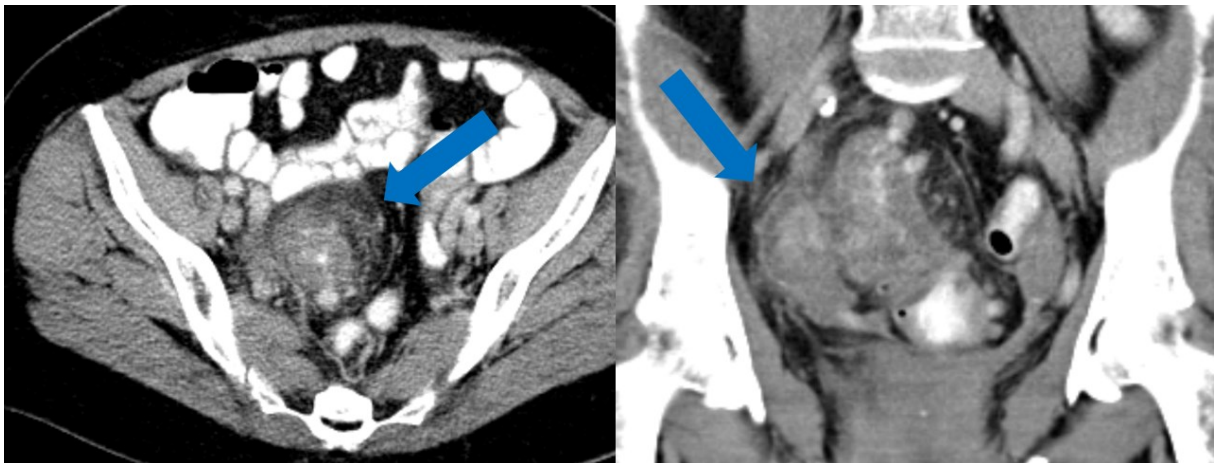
CT-Abdomen bei gedeckt perforierter Divertikulitis, CDD 2a. Linkes Bild: Axiale Schnittführung, der blaue Pfeil markiert die mesenteriale Imbibierung angrenzend an das entzündlich wandverdickte Colon sigmoideum. Rechtes Bild: Koronare Schnittführung, der blaue Pfeil markiert eine weichteildichte Verdichtung im perisigmoidalen Fettgewebe, die der gedeckten Perforation entspricht. Bildnachweis: Uniklinik RWTH Aachen, Klinik für Diagnostische und Interventionelle Radiologie, mit Genehmigung der Klinikdirektorin Prof. Dr. C. Kuhl.
